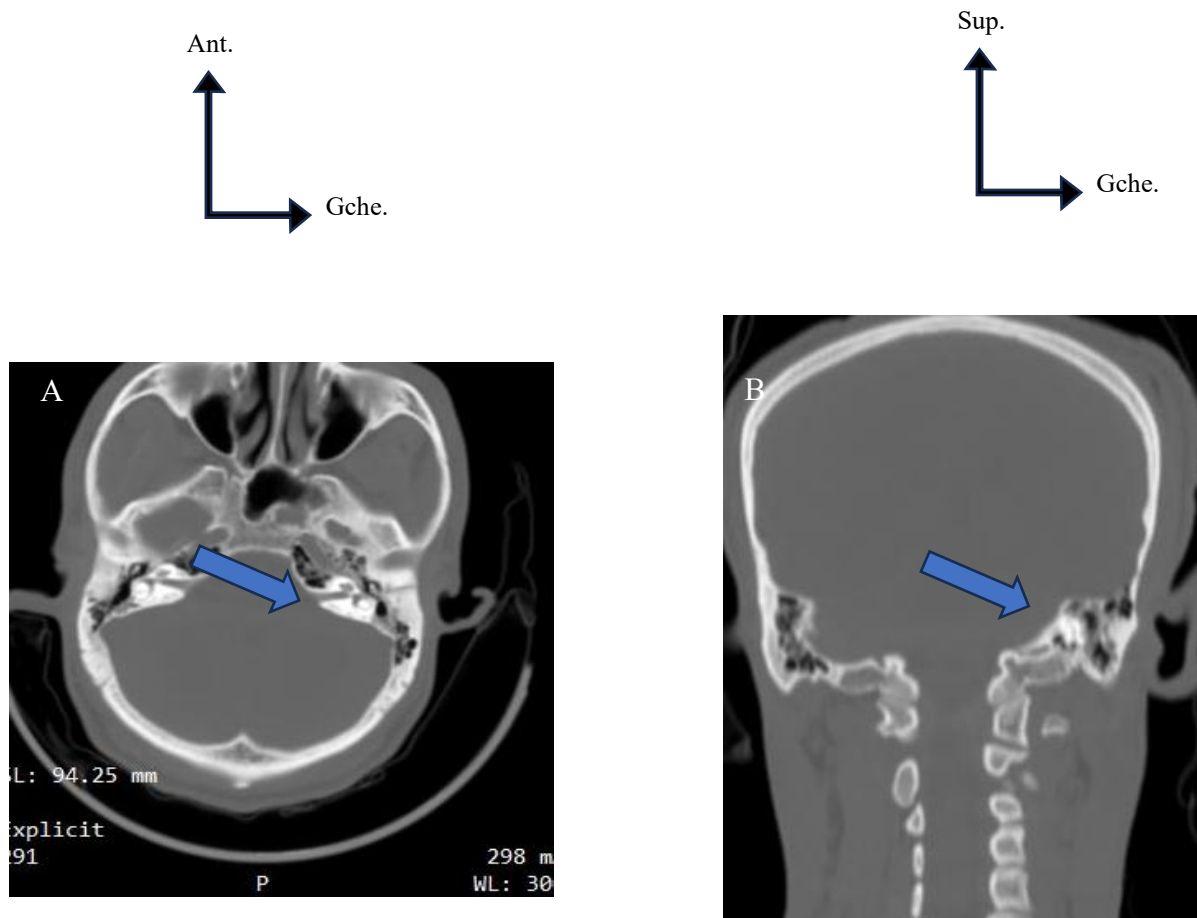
TDM coupes axiale (A) et Reconstruction coronale (B) sans injection de produit de contraste (PDC) montrant une fracture de l'os temporal.
